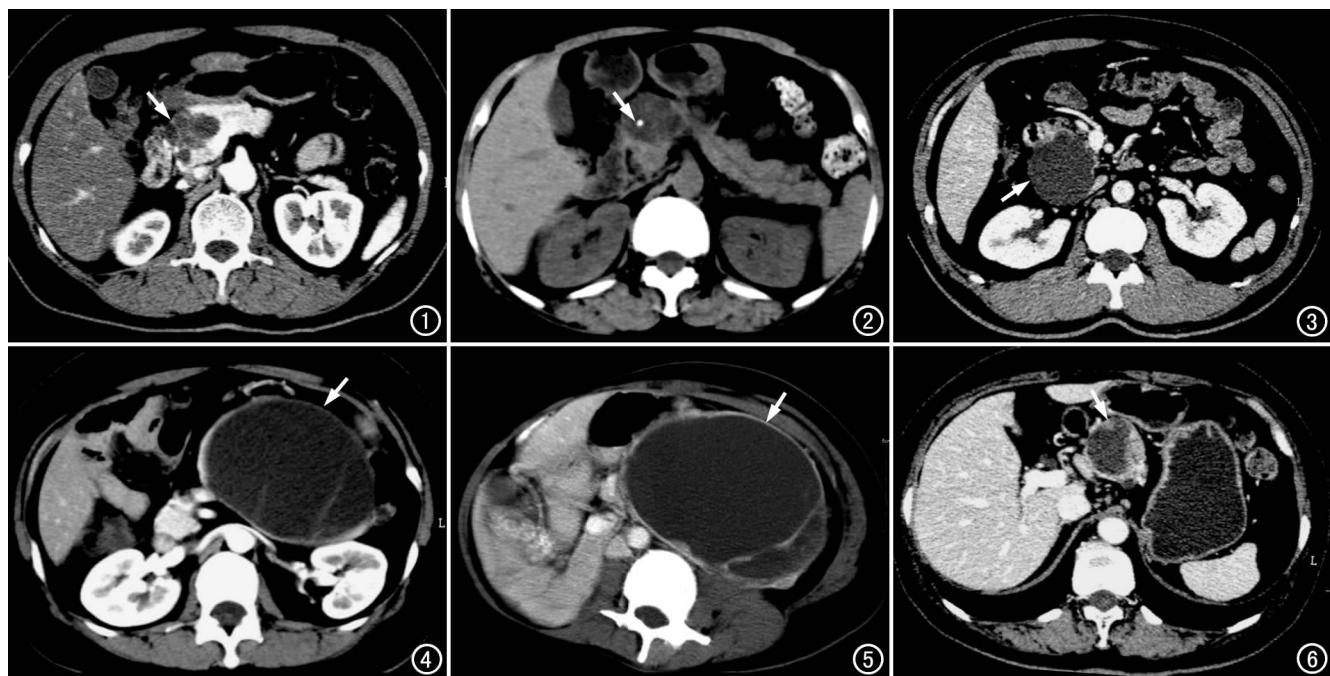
胰头浆液性囊腺瘤, CT 增强扫描示胰头内多房囊性肿瘤(箭), 呈分叶状, 囊壁厚、厚度均匀、无壁结节、有轻度强化。
